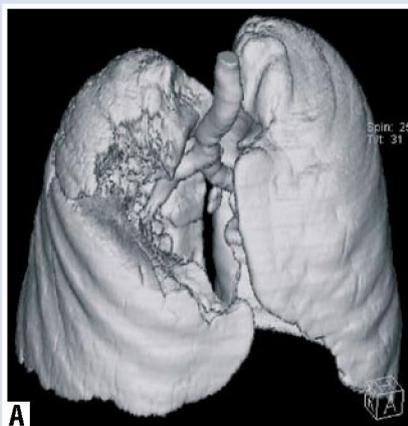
КТ органов грудной клетки: А – До лечения (8,2x10,8x10,9 см); Б – После лечения (2,5x3,7x4,8 см)
